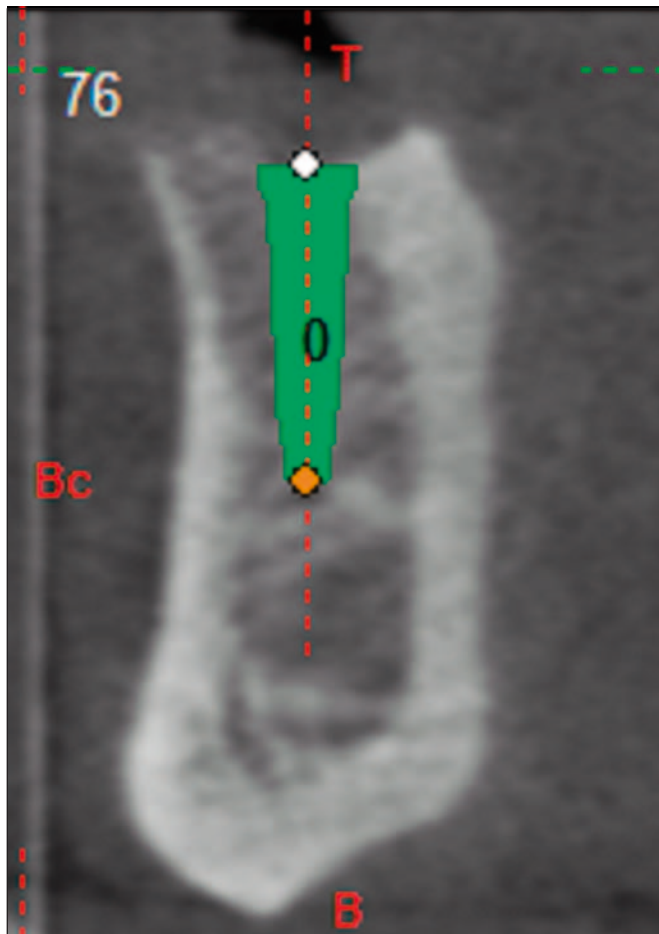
Planificación mediante CBCT del implante izquierdo en sobredentadura mandibular. Corte transversal.
